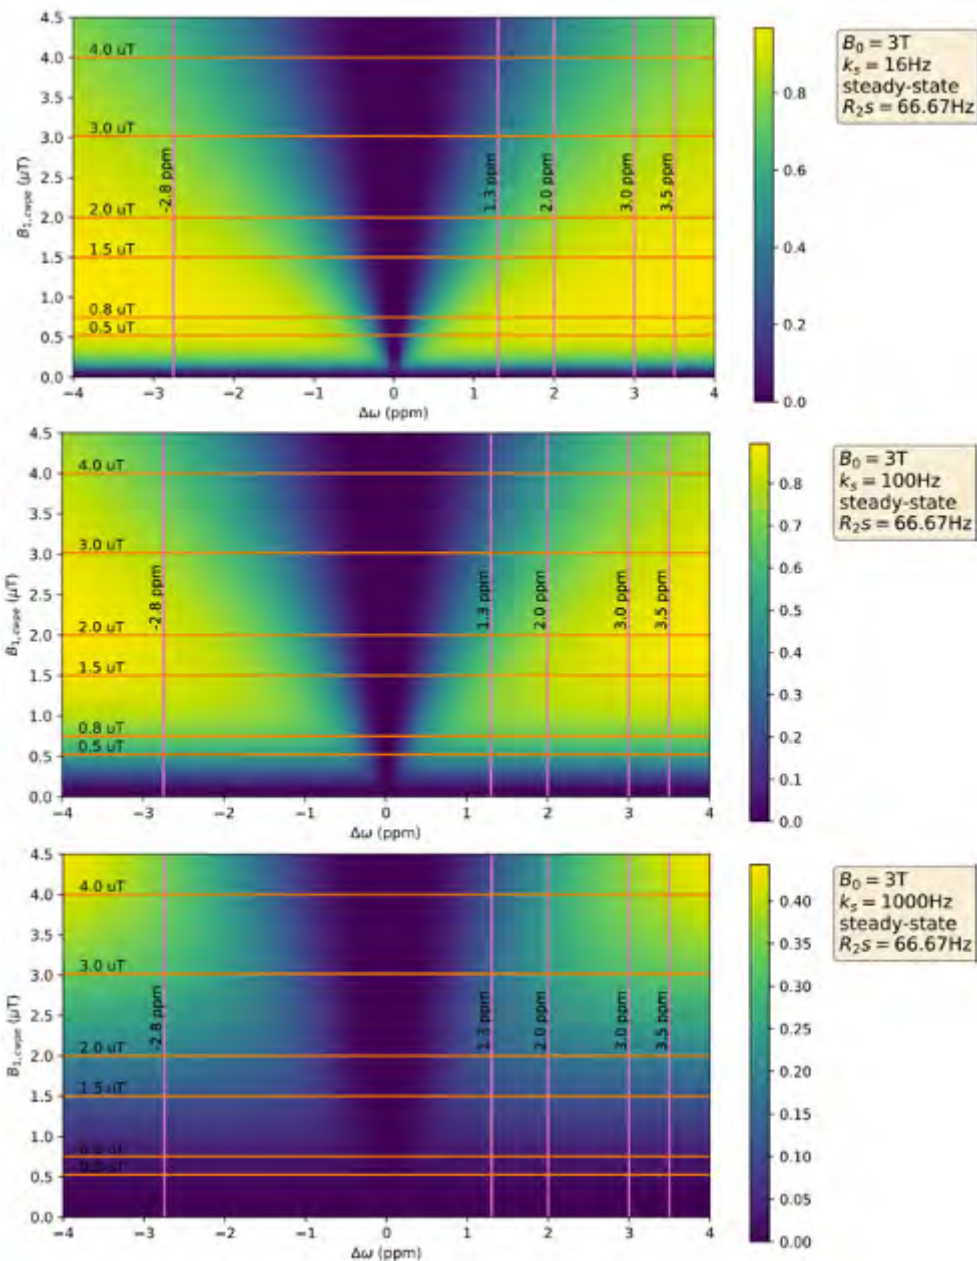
On-resonant, spillover-suppressed labeling efficiency for three solute-pools differing in exchange rate  $k_s$ . Orange lines:  $B_{1,cwpe}$  levels of comprehenCEST sequences. Pink lines: Frequencies of metabolite pools.
